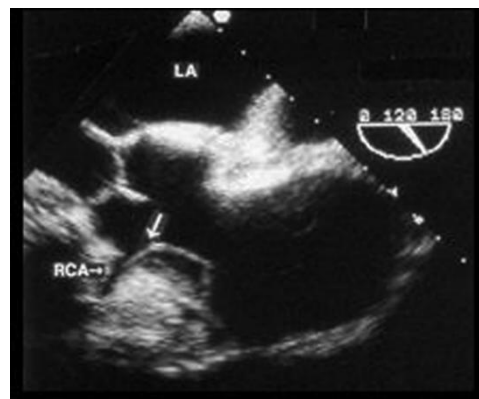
A型主动脉夹层患者的经食道超声心动图显示撕裂内膜（箭头所示）进入右冠状动脉开口。LA，左房。
